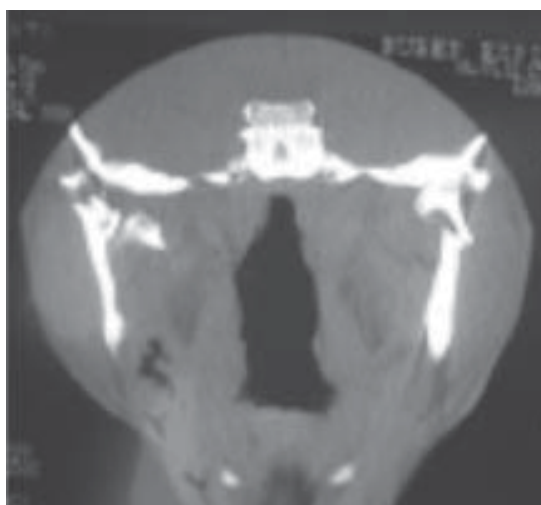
TC corte coronal
